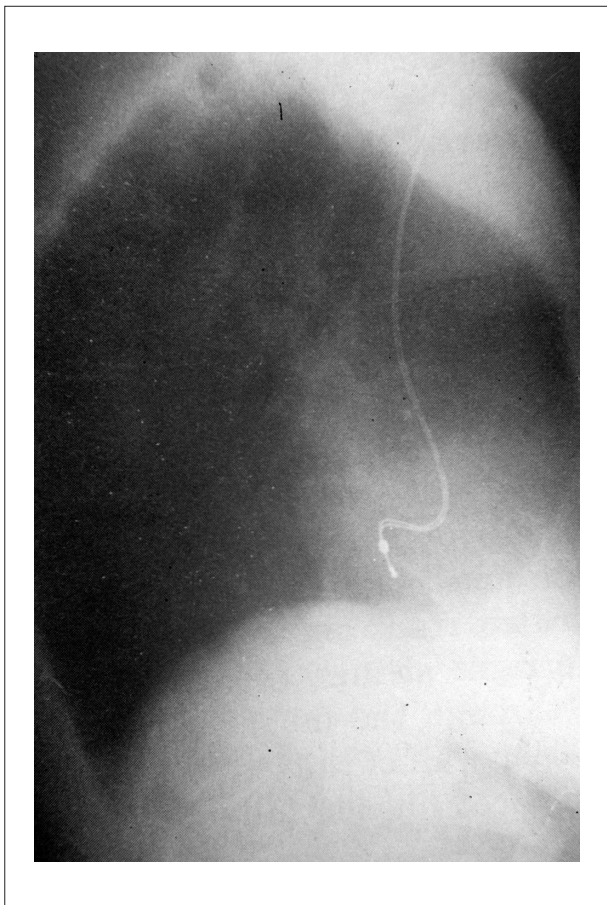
Radiografia de tórax em perfil mostrando o trajeto posterior do eletrodo do marca-passo.
